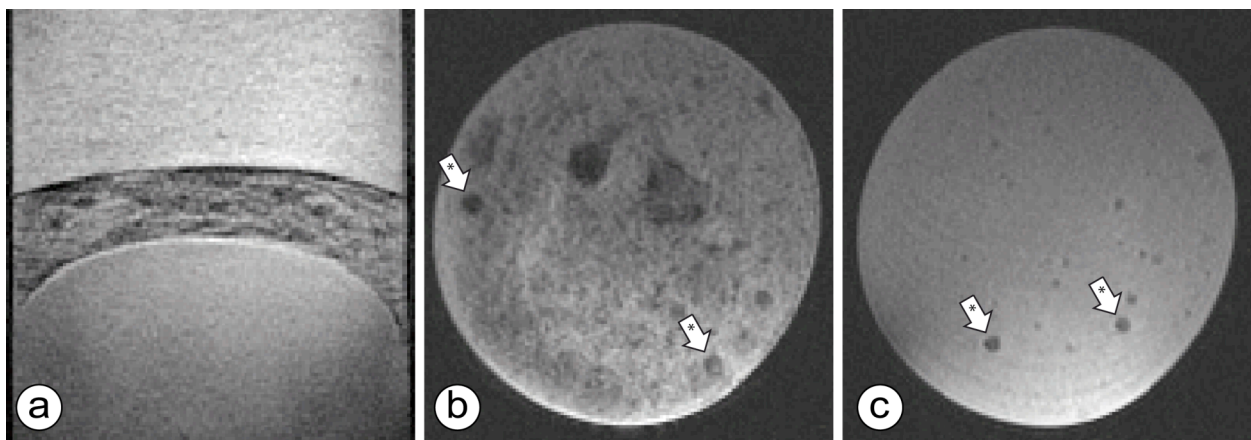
MRT-Aufnahmen von primären humanen Hepatozyten im Agarose-Phantom (10^6 Zellen/250 μ l). In den sagittalen (a) und axialen (b) Schnitten der Agaroseproben der SPIO-markierten Hepatozyten sind deutliche Signalauslöschungen erkennbar. Der axiale Schnitt der Kontrollprobe (c) zeigt ein homogenes Signal. Die weißen Pfeile zeigen die Luftartefakte in den axialen Schnitten der Proben.
